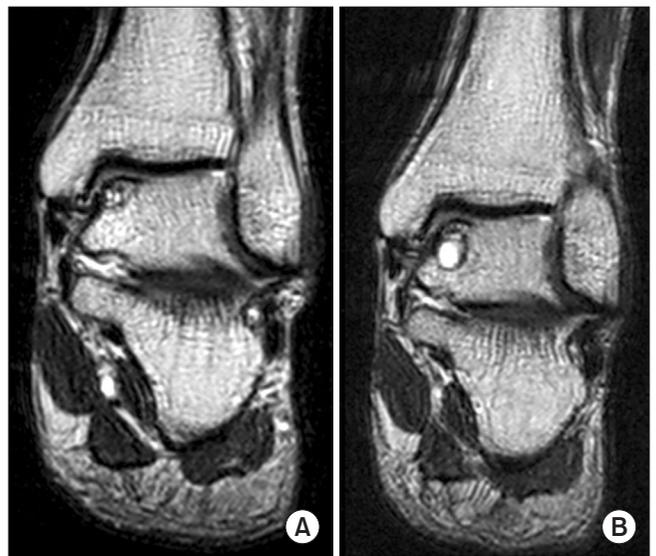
A 71-year-old male. (A) Initial magnetic resonance imaging (MRI), (B) 2.5 years follow-up MRI. The size of the lesion increased. However, American Orthopedic Foot and Ankle Society scale improved from 65 to 88.
